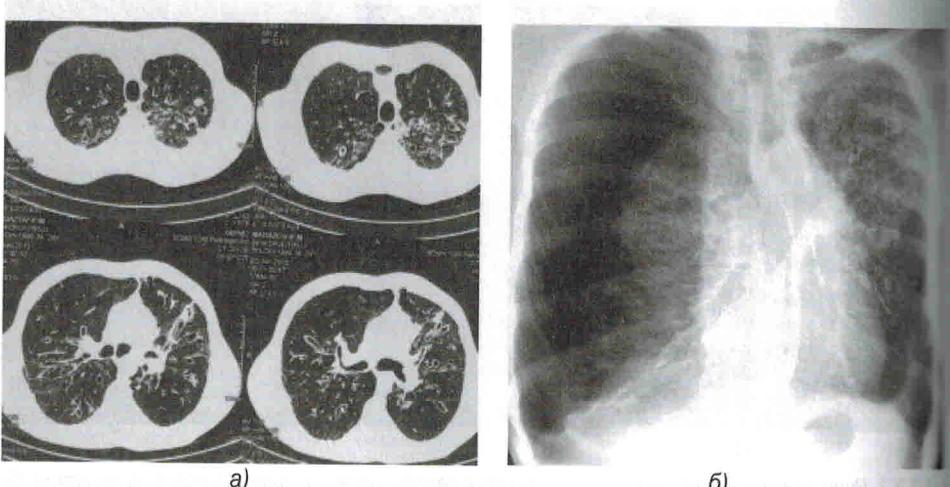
На КТ (а) поражение бронхиального дерева типично для муковисцидоза – неравномерное расширение просвета крупных и средних бронхов в ядерных отделах с обеих сторон (типатические бронхэкстазы), утолщение их стенок, частичное заполнение их просвета мокротой. Выраженная неравномерность вентиляции легочной ткани – проявления бронхиальной обструкции. На рентгенограммах органов грудной клетки в передне-задней проекции (б) определяются признаки напряженного пневмоторакса – значительное количество свободного газа в правой плевральной полости, коллабирование на правого легкого, смещение тени средостения в противоположную сторону
